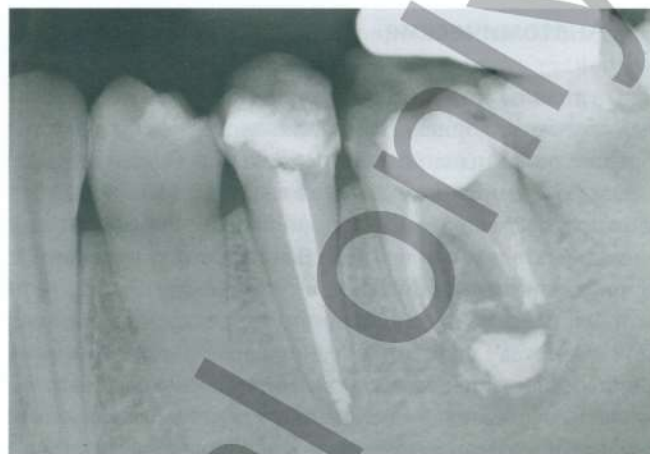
Апикальная экструзия (выведение) эндодонтического материала, определяющая развитие хронического инфекционного процесса в периапикальной области зуба 3.6
